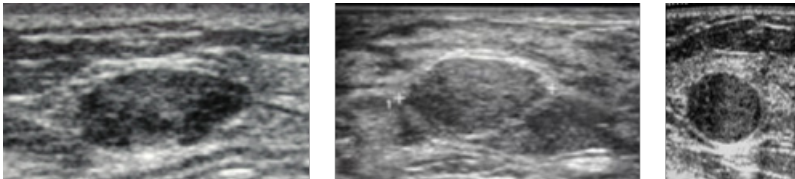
Aspects échographiques typiques de fibroadénomes
